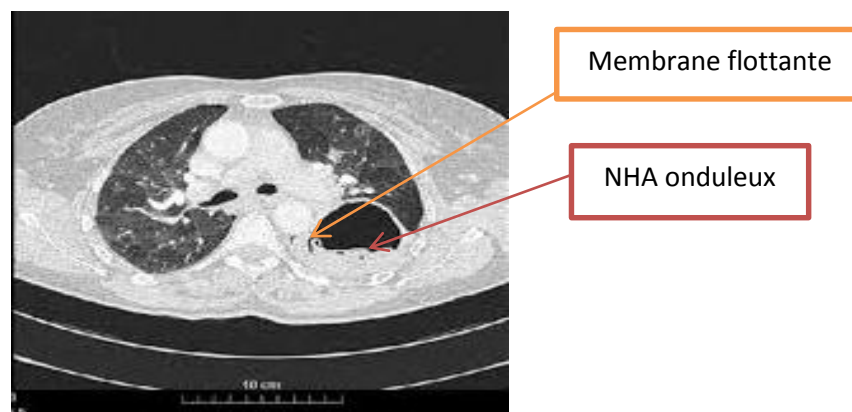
TDM thoracique montrant un KHS avec NHA onduleux et aspect de membrane flottante [125].
